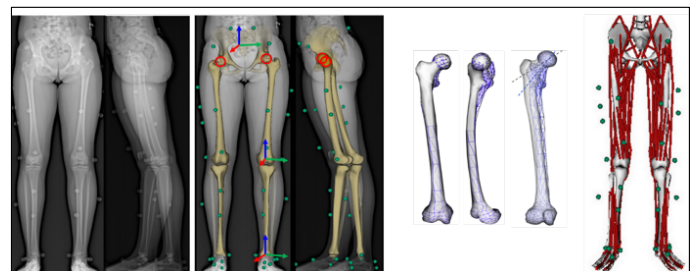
Pipeline pour personnaliser le modèle musculosquelettique à partir de radiographies bipplans (adapté de [70] avec l'aimable autorisation de M. Sangeux)
